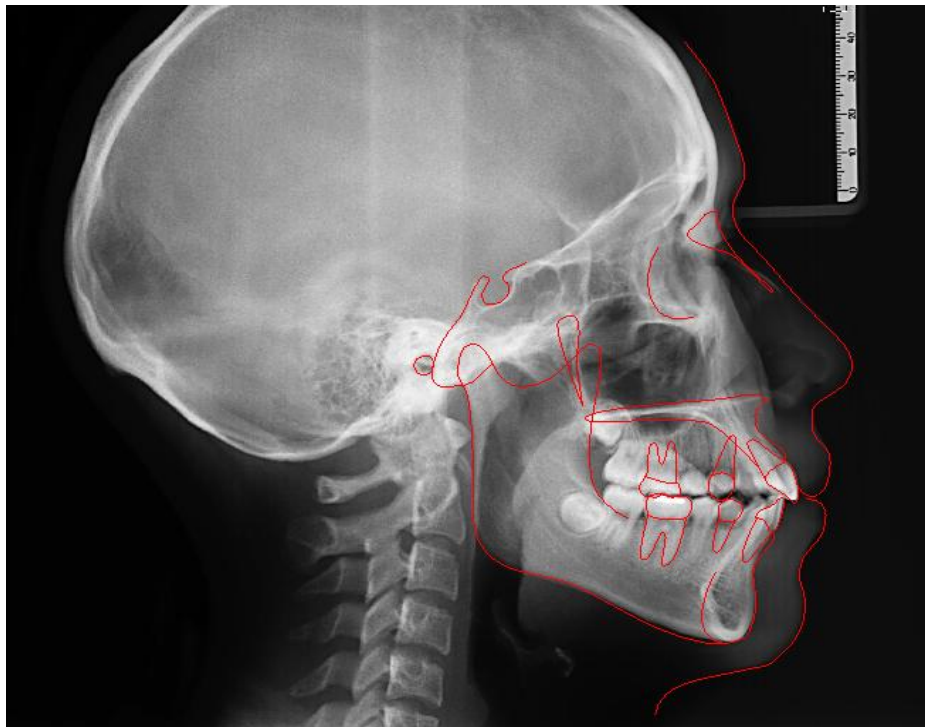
Radiografía lateral de cráneo final al término del tratamiento.
